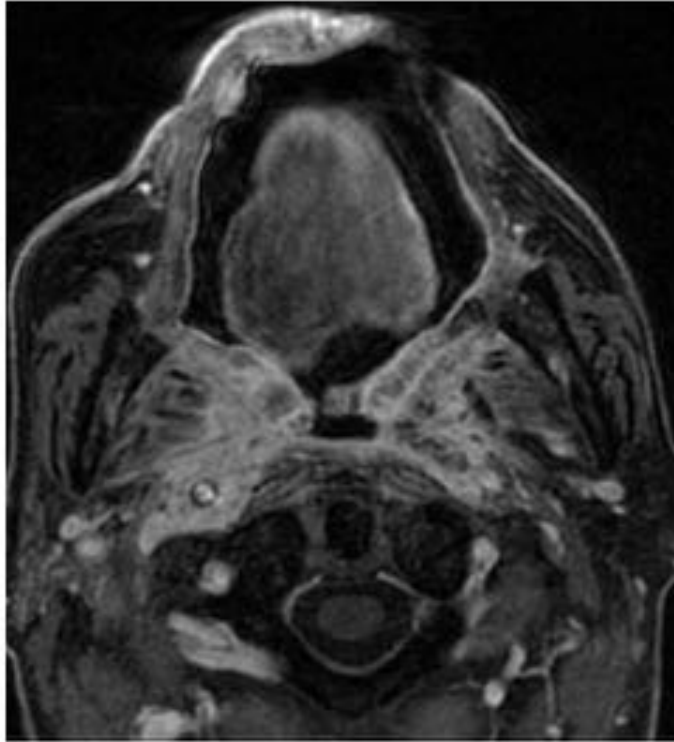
Ausencia de infiltración de las arterias carótidas en TC (a) y RM (b) en el mismo paciente. Y en otro caso en TC (c).
